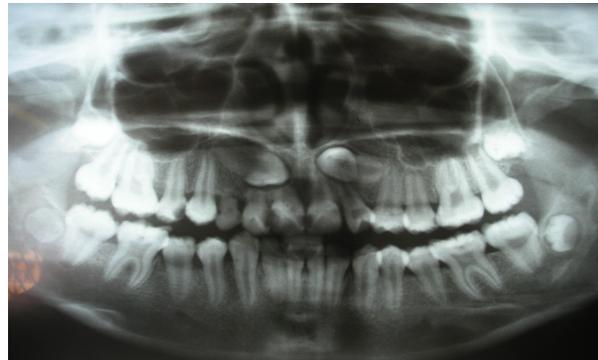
Radiografía panorámica de caninos retenido
